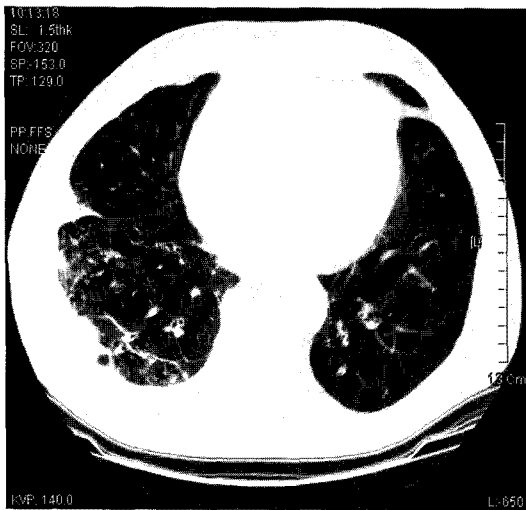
A thin-section CT scan at lung bases shows multifocal ill-defined areas of ground-glass opacity associated with numerous nodular lesions in the right lower lobe, mainly in the subpleural region, with a small pleural effusion.
